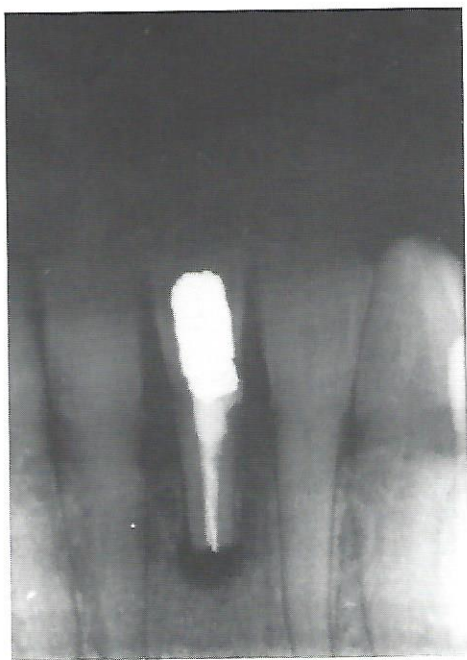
Rx inicial do dente 41 com TER e lesão periapical.
